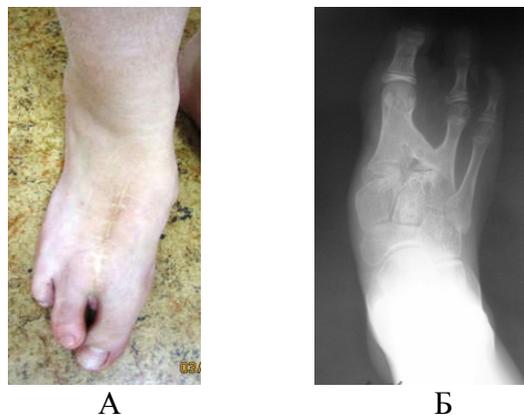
Вторичная отведенная деформация стопы. Пациентка Х, 10 лет. Фото (А) и рентгенограмма (Б) стоп после первого этапа оперативного лечения
